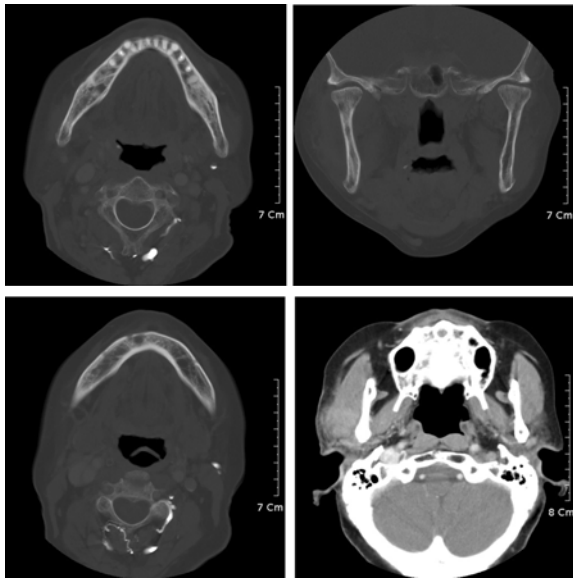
Computed tomographic image
